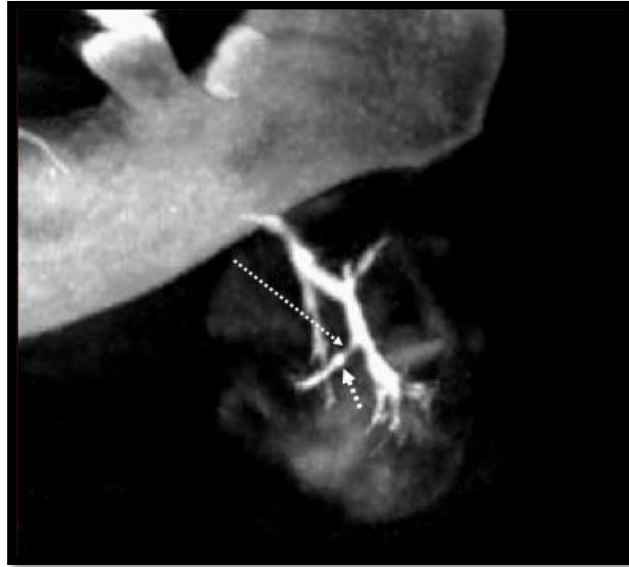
CBCT sialografi; sağlıklı bir bireyin MIP-3D görüntüsü üzerinde (superior ve internal bakış), sağ submandibular beze ait ana kanal, ikincil ve üçüncül kanalların tamamının görüntülenmediği izleniyor.
